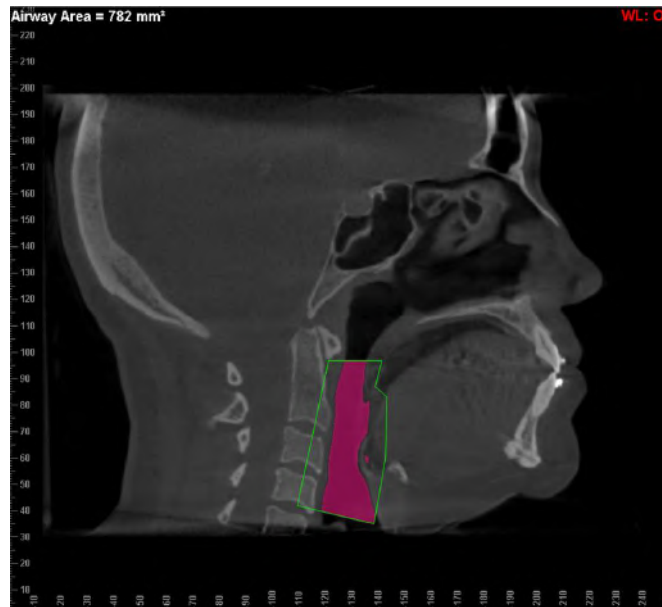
Tomografia com área da via aérea pré tratamento.
